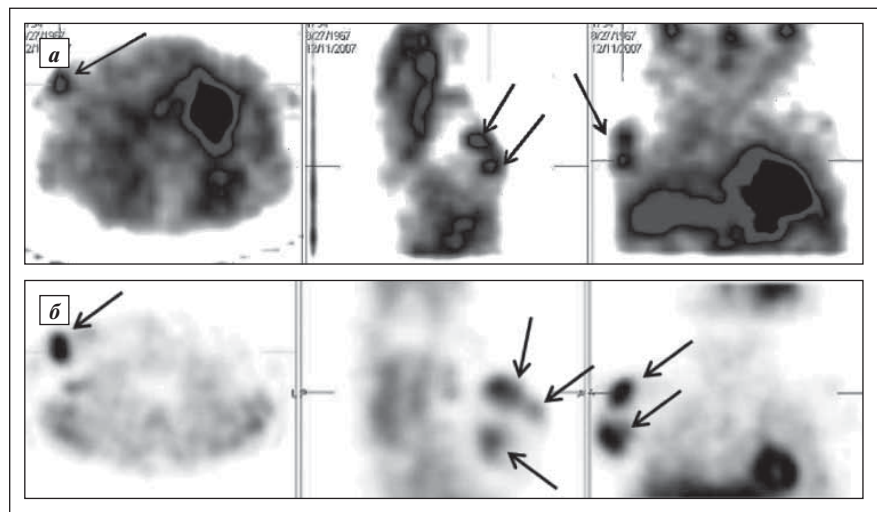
Маммосцинтиграфия у больной раком правой МЖ $T_3N_1M_0$, мультицентричная форма роста: А – с ^{199}Tl ; Б – с $^{99\text{m}}\text{Tc}$ -МИБИ
